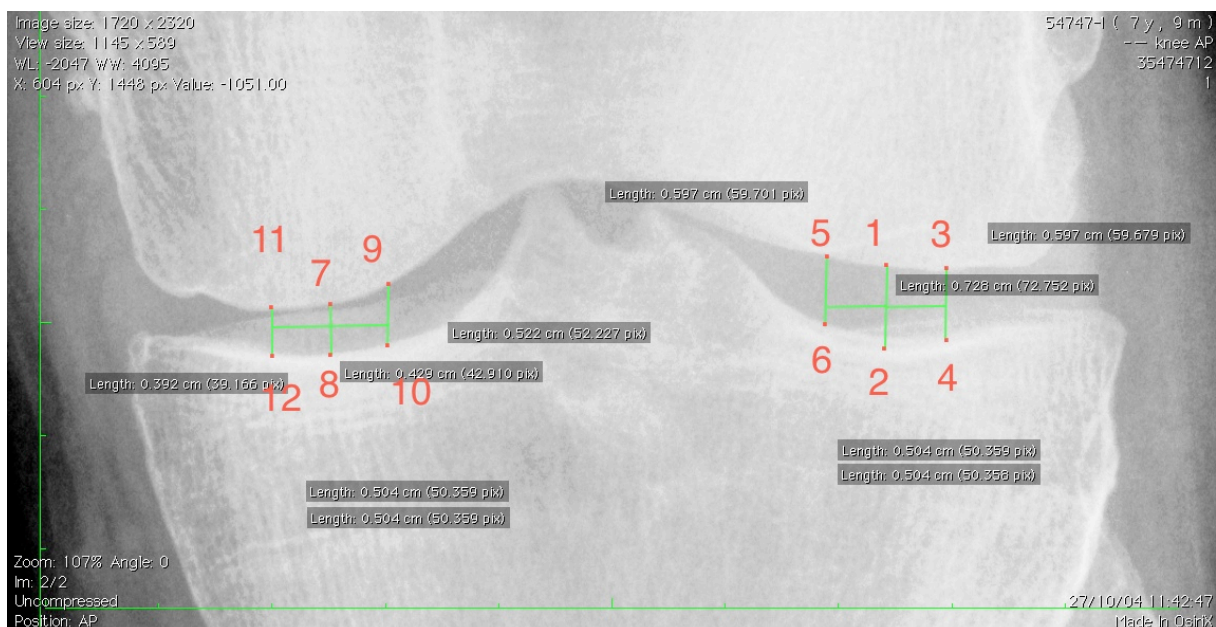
Mesures des espaces intra-articulaires sur la radiographie
